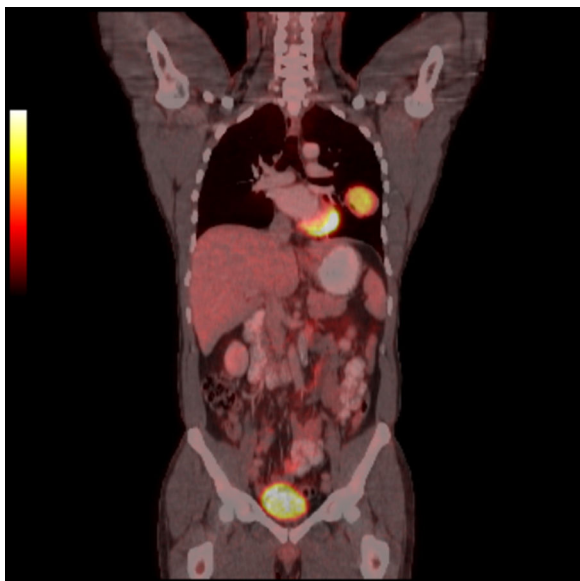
Las imágenes PET-TC coronales de fusión muestran la captación de fluorodesoxiglucosa en el organismo
